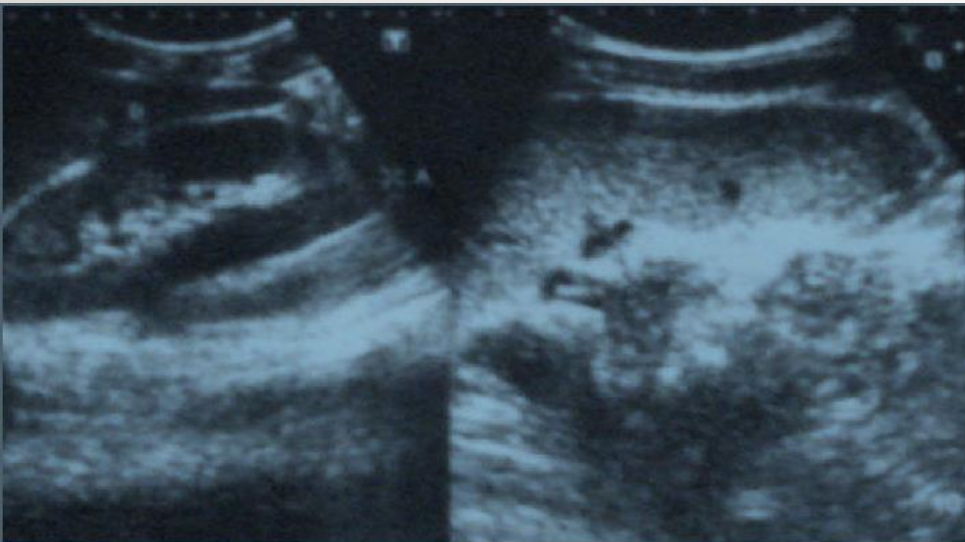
Ultrasound kidneys (right kidney is visualized but left kidney is not visualized in left renal bed)
